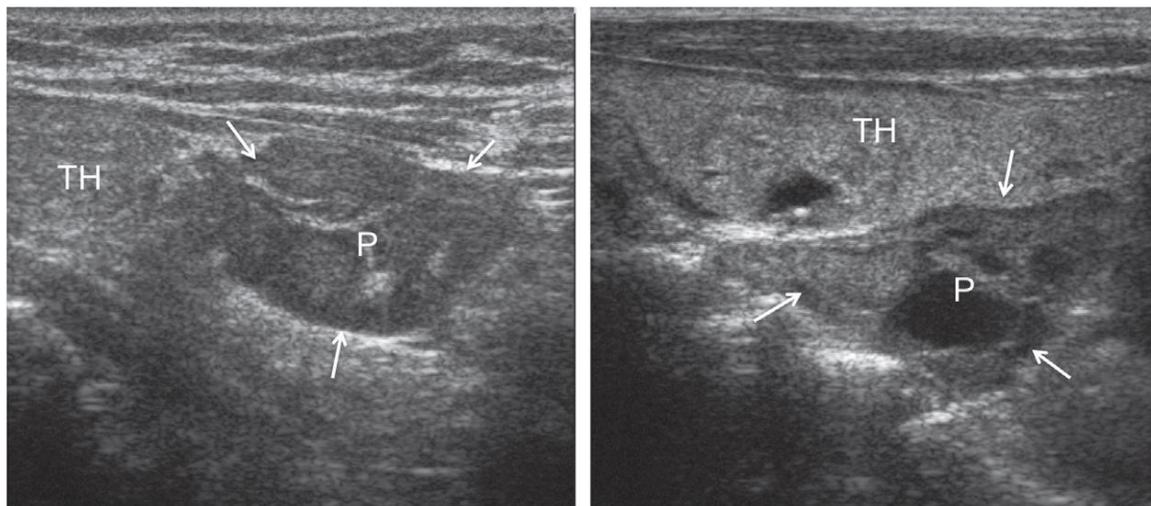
présentation échographique atypique des adénomes parathyroïdiens (indiqué par des flèches). (A) glande parathyroïde inférieure inhomogène et lobulée. (B) de la lésion parathyroïdienne avec des zones kystiques. P = lésions parathyroïdes; TH = thyroïde parenchyme. ⁽²⁹⁾
